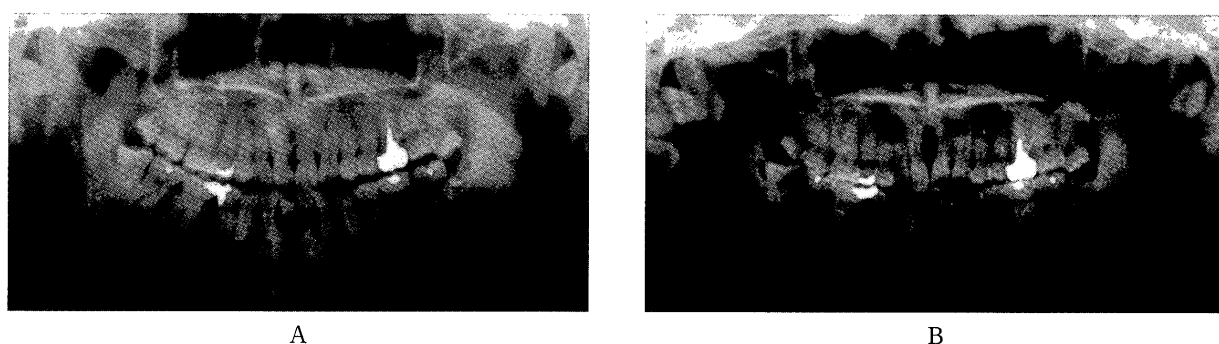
Panoramic radiographs
